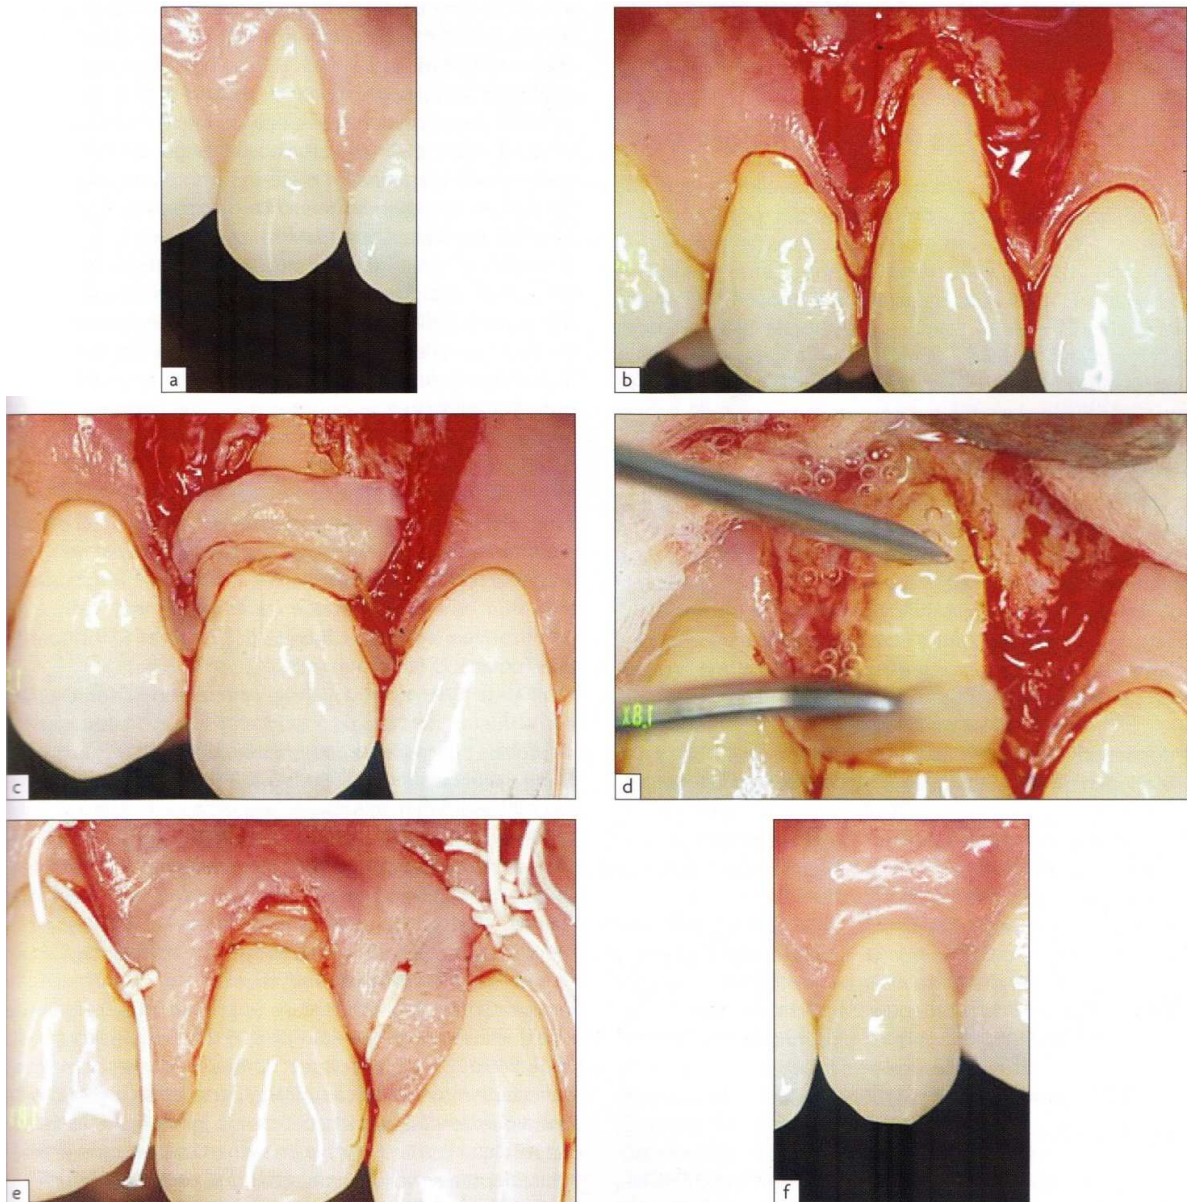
RTG avec dérivés de la matrice amélaire
